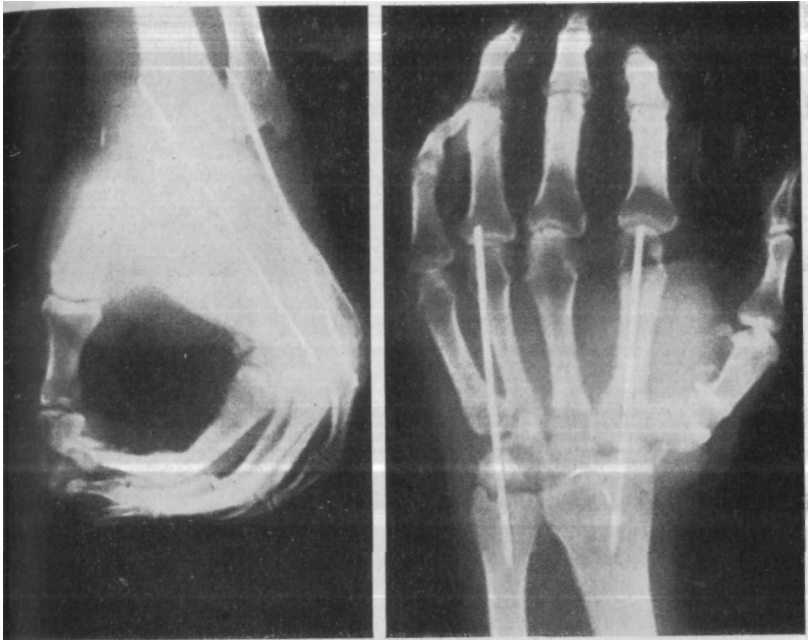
Рентгенограмма (тот же больной, что на рис. 9.14). Удален проксимальный ряд костей запястья и кисть фиксирована к лучевой и локтевой костям. Остеосинтез перелома I пястной кости произведен шурупами.
